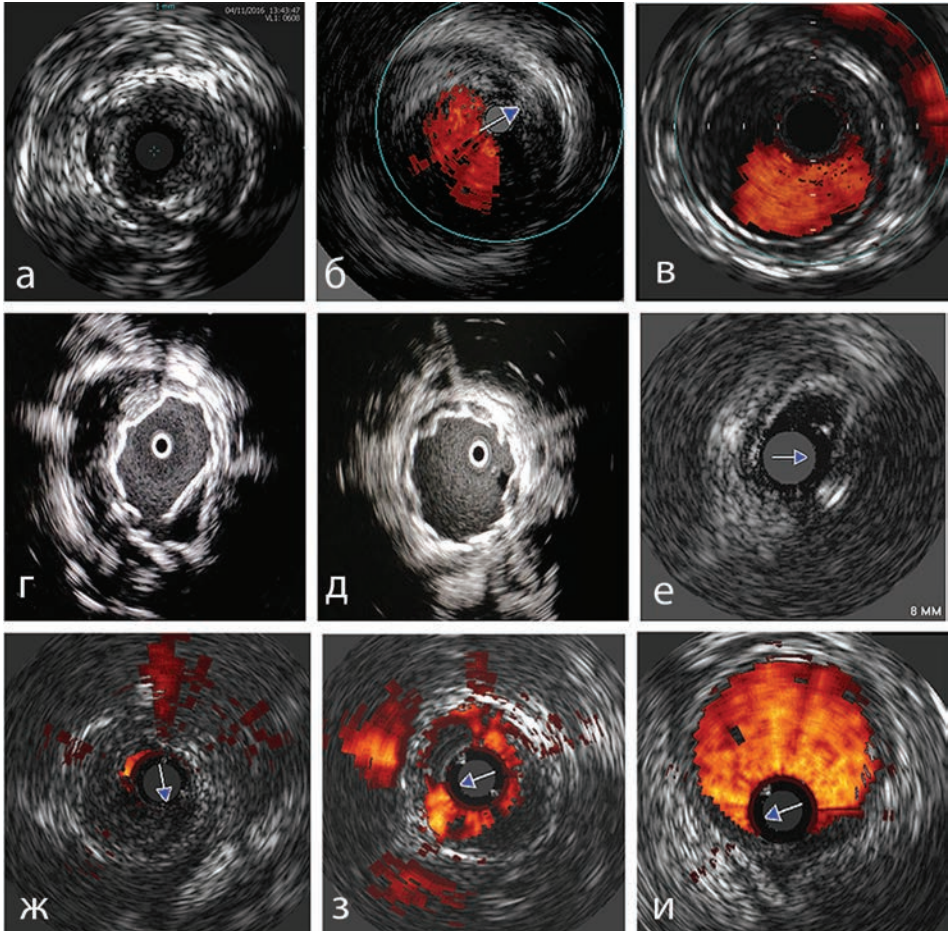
Использование ВСУЗИ в различных сосудах. а) критический стеноз позвоночной артерии; б) концентричный стеноз брахиоцефального ствола; в) эксцентричная «мягкая» бляшка в бедренной артерии, четко выражено трехслойное строение стенки сосуда; г) участок нисходящей аорты с расслоением стенки и имплантированным стент-графтом, последний полностью не расправлен; д) тот же участок после дополнительной пластики баллоном – стент расправлен, лоскут диссекции полностью прижат (А.В. Протопопов, Д.А. Малышкин); е) открытый артериальный проток – вариант с утолщенной стенкой, неправильной конфигурацией; ж) устье тромбированного венозного колена артерио-венозной диализной фистулы; з) тот же участок после баллонной ангиопластики; и) венозное колено артерио-венозной фистулы после восстановления кровотока.
